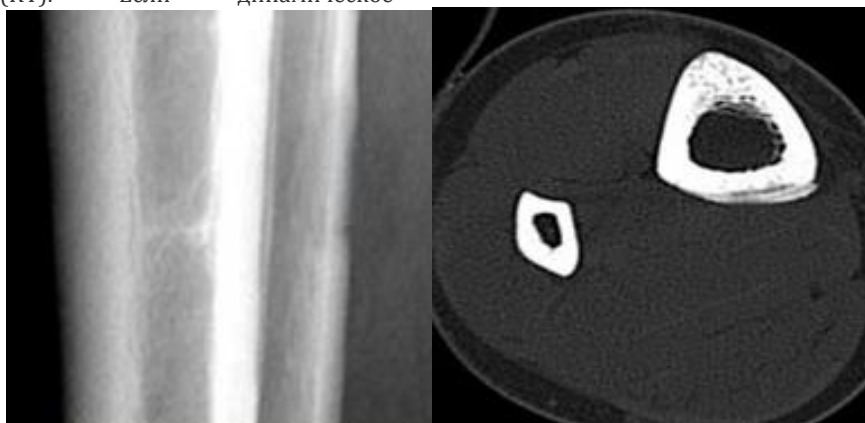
На рентгенограмме костная перестройка малоубедительная, а КТ убедительно показывает изменения на костной ткани при данной патологии, и нет необходимости динамического рентгенологического исследования, экономит время для адекватной терапии
